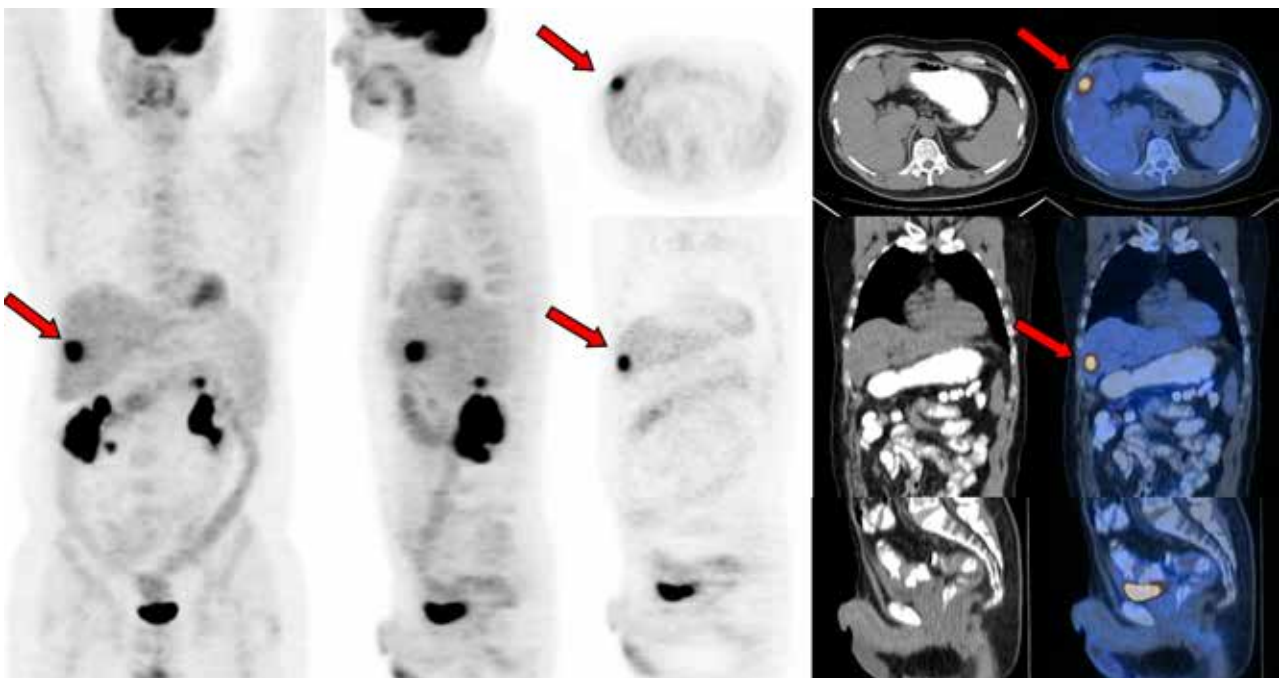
Hombre de 54 años. Cáncer de recto operado un año atrás. Recibió quimioterapia post quirúrgica. Consulta por aumento de CEA con TC negativa. El PET muestra lesión secundaria única en el hígado, metabólicamente activa (flecha roja).
